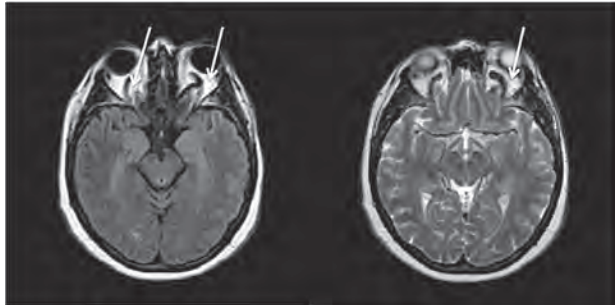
IRM en T1 y T2 con severa dilatación de VOS y aumento marcado de tamaño del seno cavernoso bilateral.
